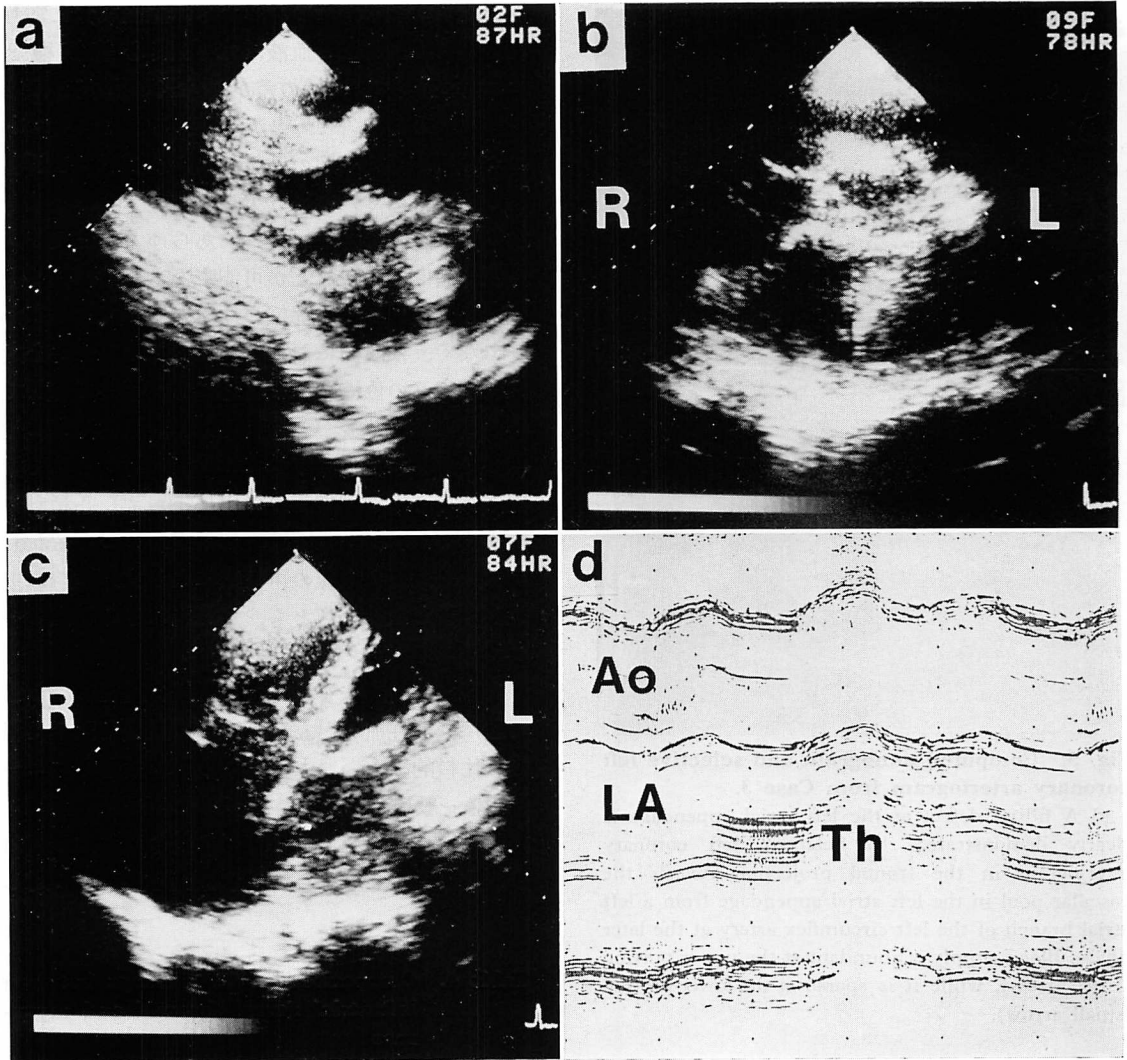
Echocardiograms of the same case as shown in Fig. 3.
